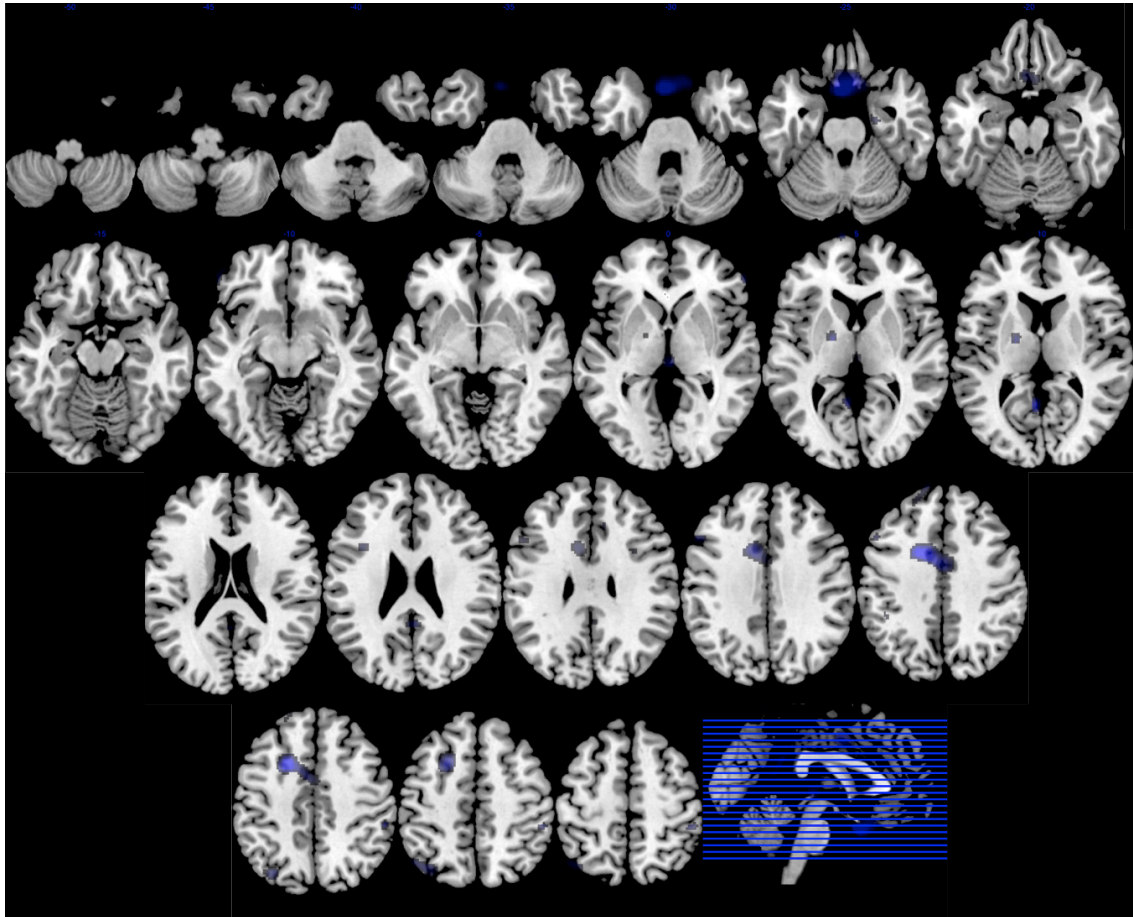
37. Topografía de la demencia frontotemporal variante conductual. Imagen superpuesta sobre Resonancia Magnética a partir del análisis realizado con SPM. Se muestran las zonas de menor metabolismo en el grupo de pacientes con demencia frontotemporal variante conductual en comparación con controles. Orientación neurológica.
